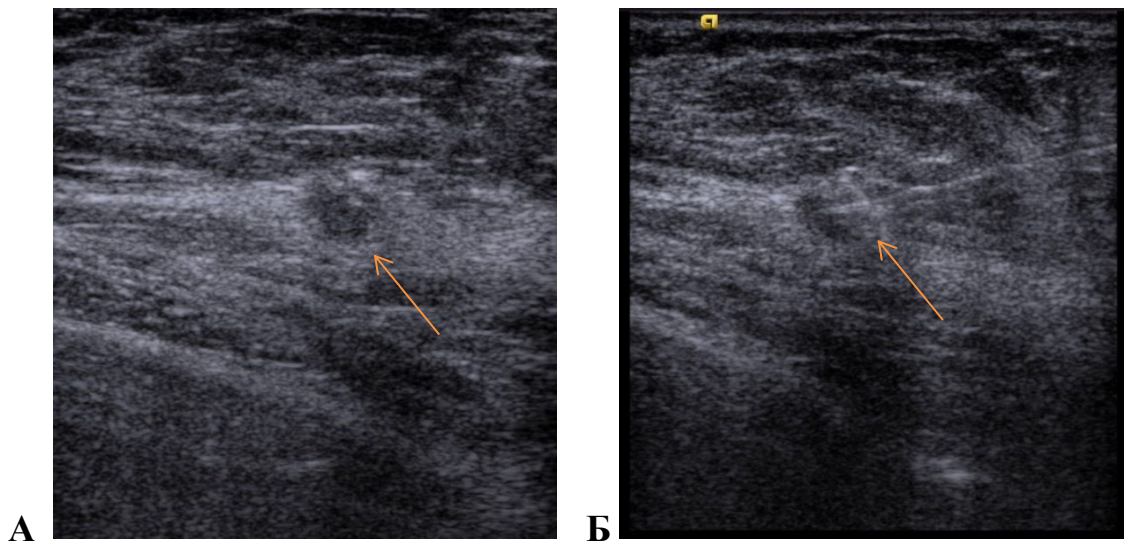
УЗИ левой молочной железы в В-режиме: А — стрелкой указано узловое образование в левой молочной железе; Б — выполнена биопсия под УЗ-навигацией, образование указано стрелками
